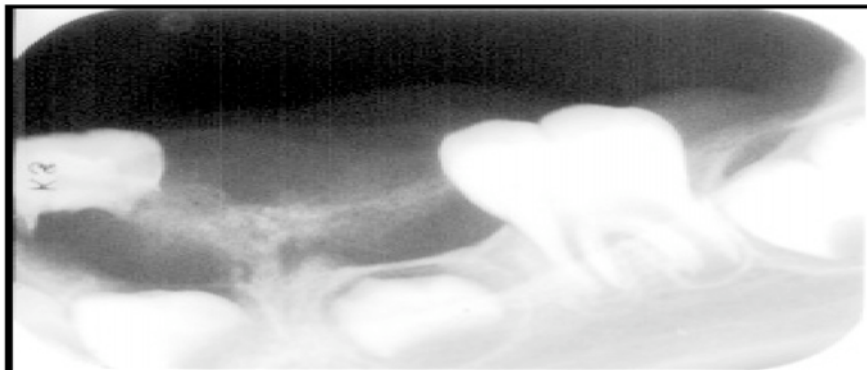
Radiografia periapical mostrando calcificação no interior da lesão.
